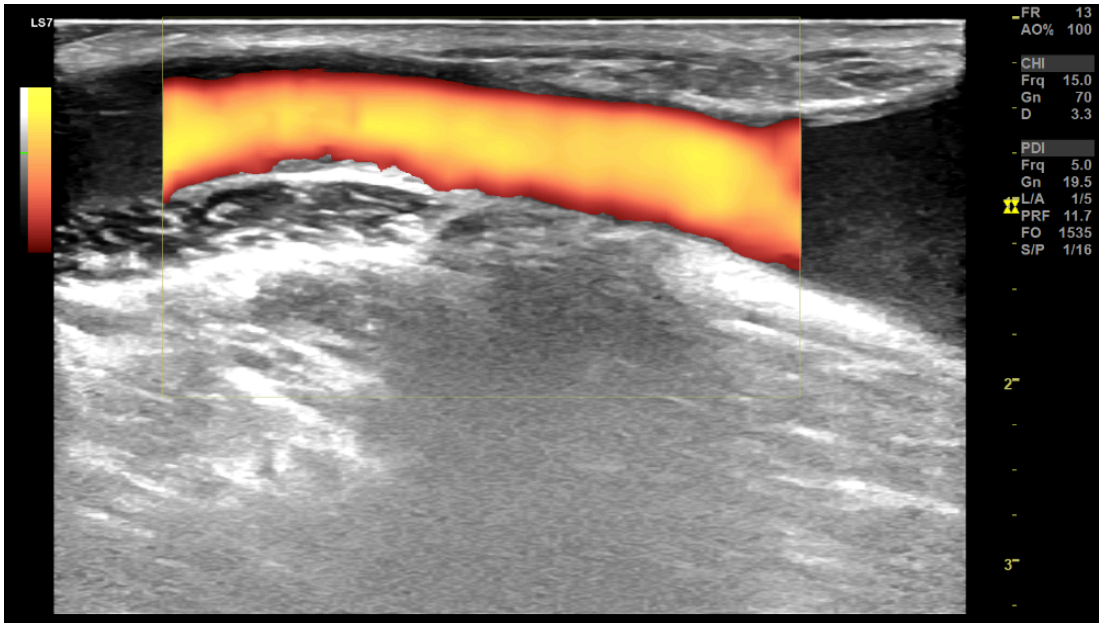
Doppler énergie, montre le rétablissement du calibre de la veine
